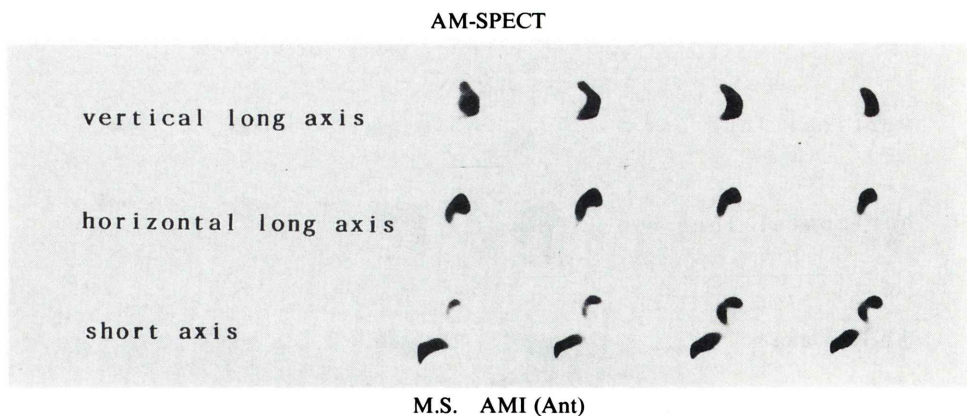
A series of vertical (top) and horizontal (middle) long-axis slices and short-axis slices (bottom) in the same patient as shown in Fig. 2A. Note discrete myocardial uptake in the anterior region in these tomographic images.
